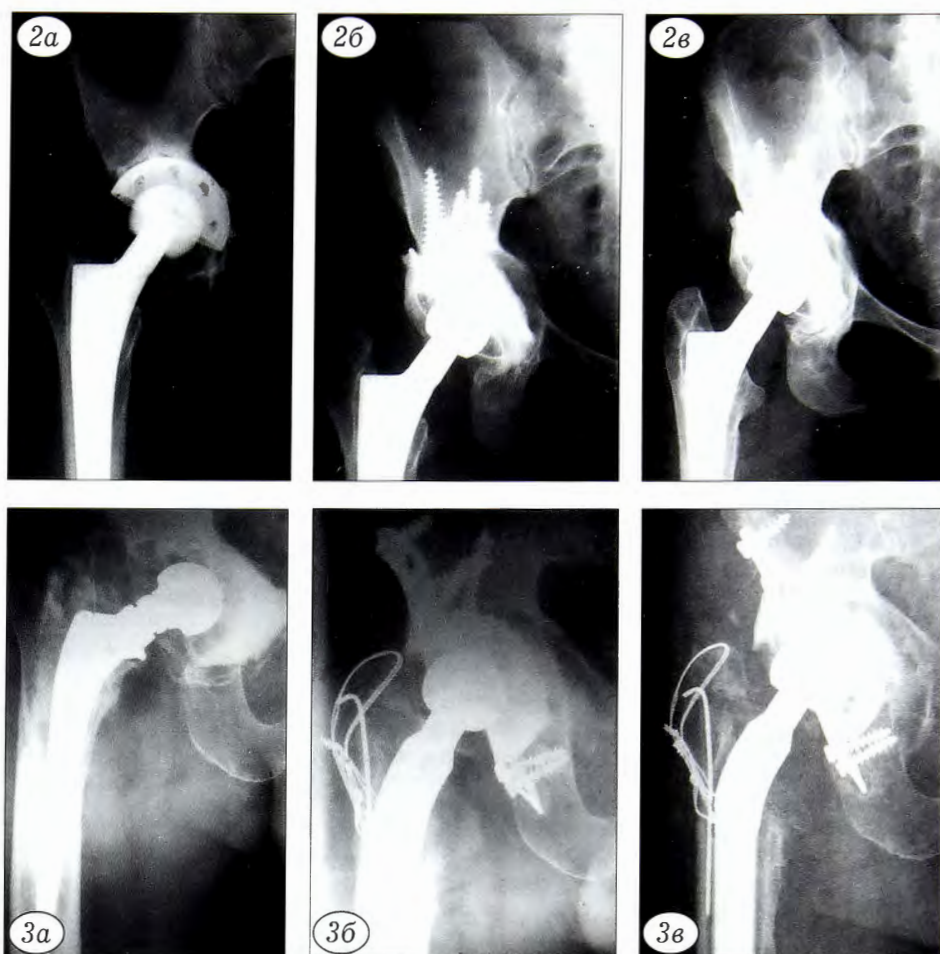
Рентгенограммы больной 46 лет.
